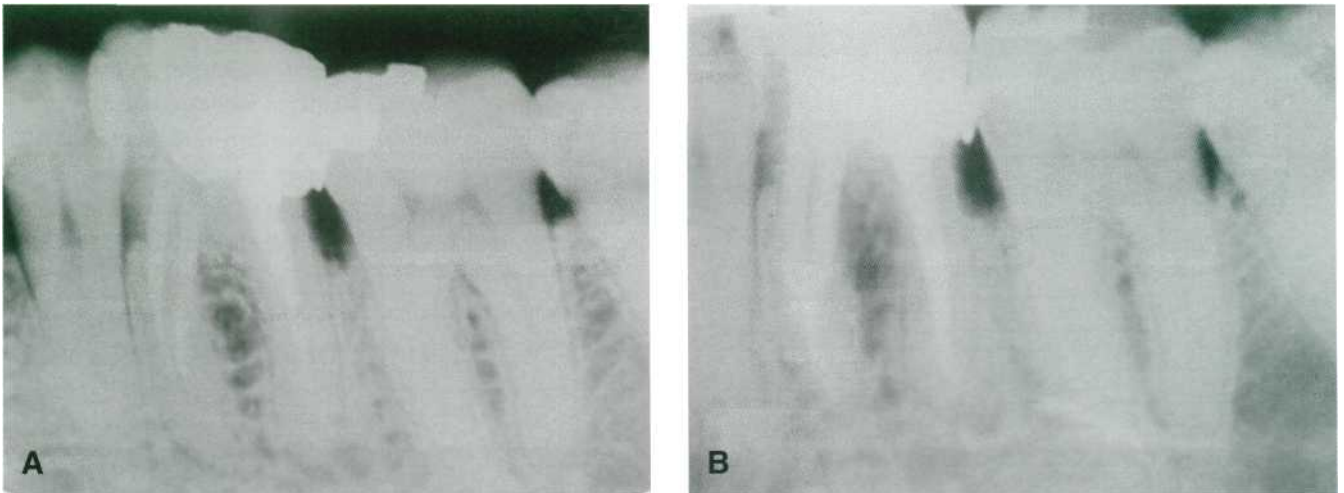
(A) Patología periapical persistente en el 3.6. (B) El retratamiento endodóncico solucionó el problema.
